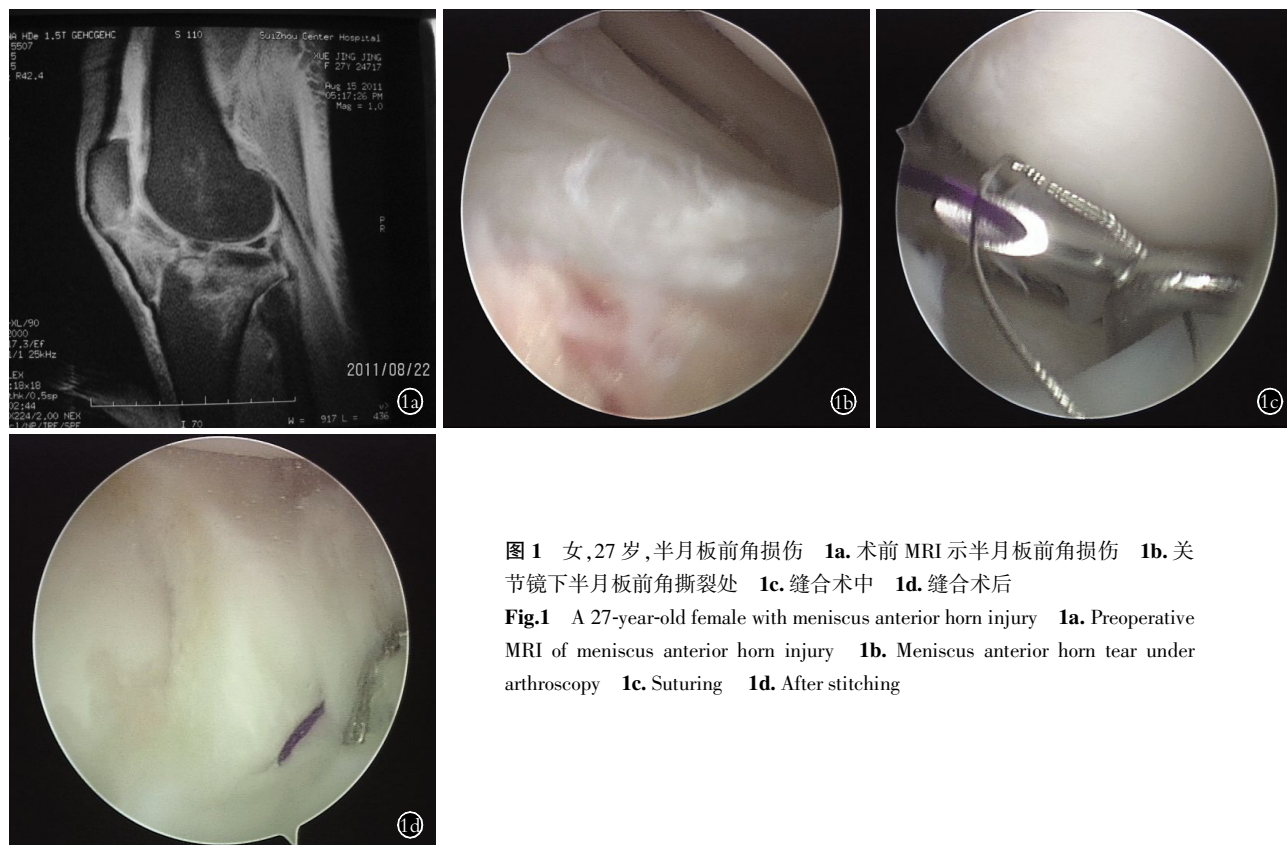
女,27 岁,半月板前角损伤 1a. 术前 MRI 示半月板前角损伤 1b. 关节镜下半月板前角撕裂处 1c. 缝合术中 1d. 缝合术后
